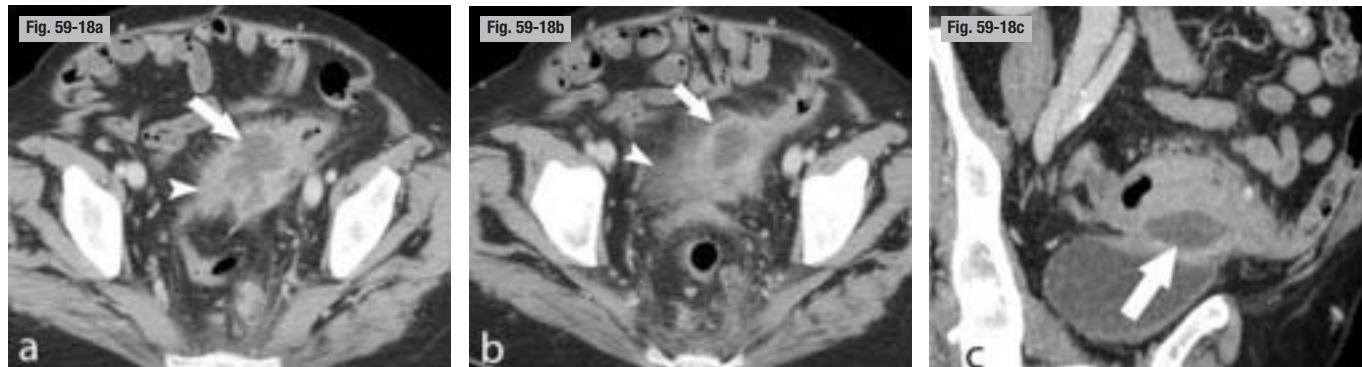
Diverticulite sigmoïdienne abcédée pseudo-tumorale. TDM. a-c Coupes axiales. L'abcès (flèches) vient au contact de la paroi vésicale qui est épaissie. L'épaississement pariétal est symétrique (têtes de flèche). L'analyse de la lumière et des anomalies pariétales aurait bénéficié d'un balisage opaque par lavement aux hydrosolubles iodés.
